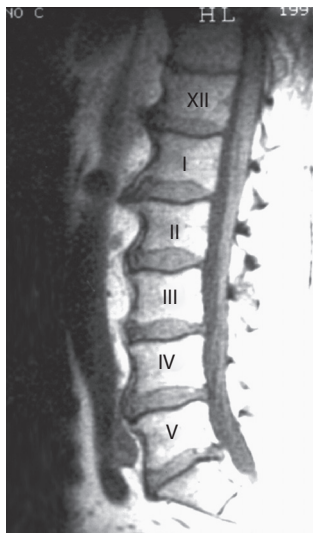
МРТ поясничного отдела при анкилозирующем гиперостозе позвоночника. Объяснения в тексте.
